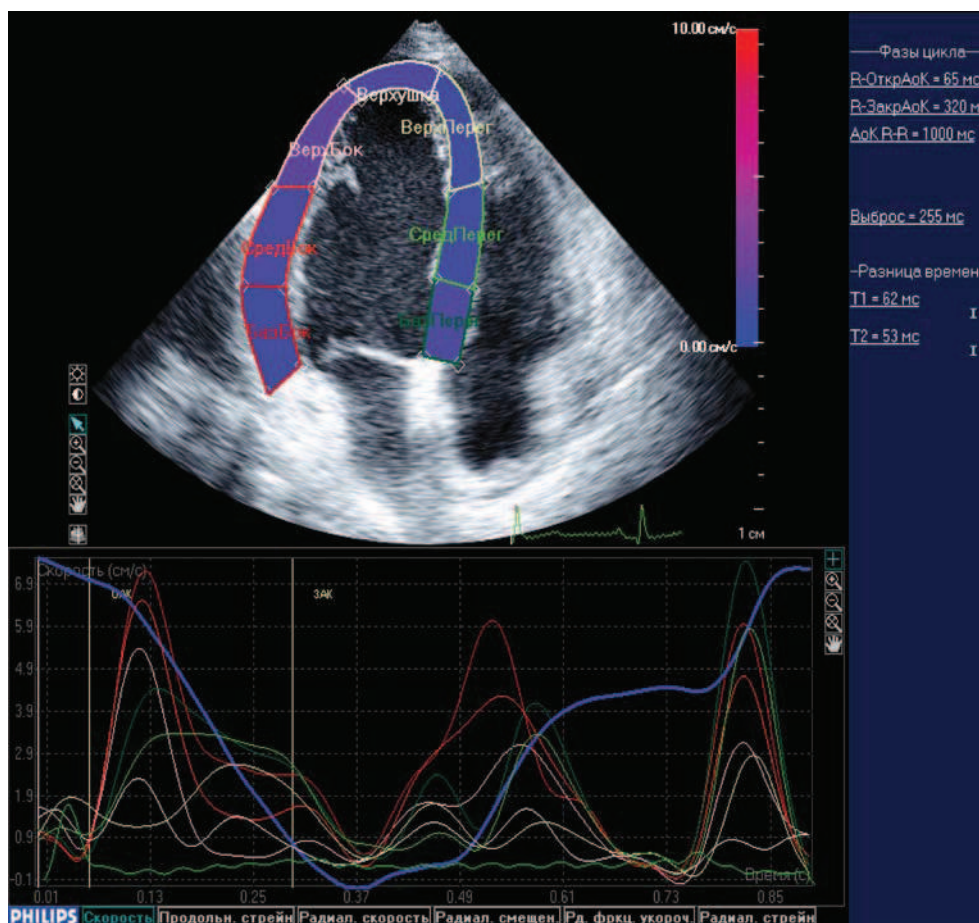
Эхокардиограмма в режиме speckle tracking
